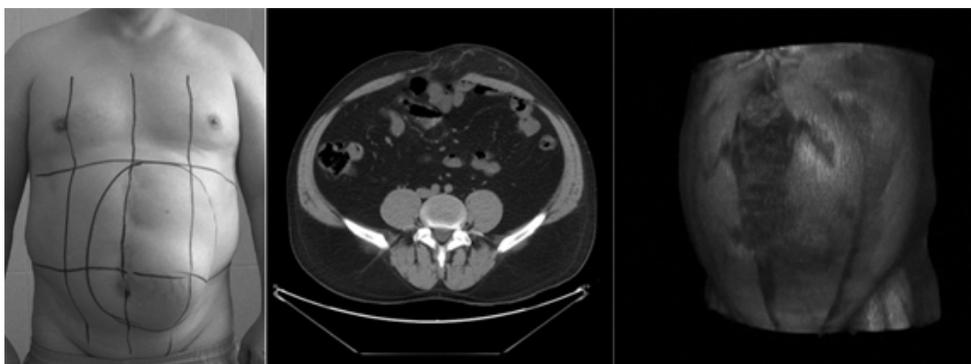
Внешний вид передней брюшной стенки после трассирования и компьютерная томограмма брюшной полости с 3D-рендерингом у пациента Ч., 56 лет. Ds: ПОВГ W3M1-4. Желчнокаменная болезнь, хронический калькулезный холецистит
